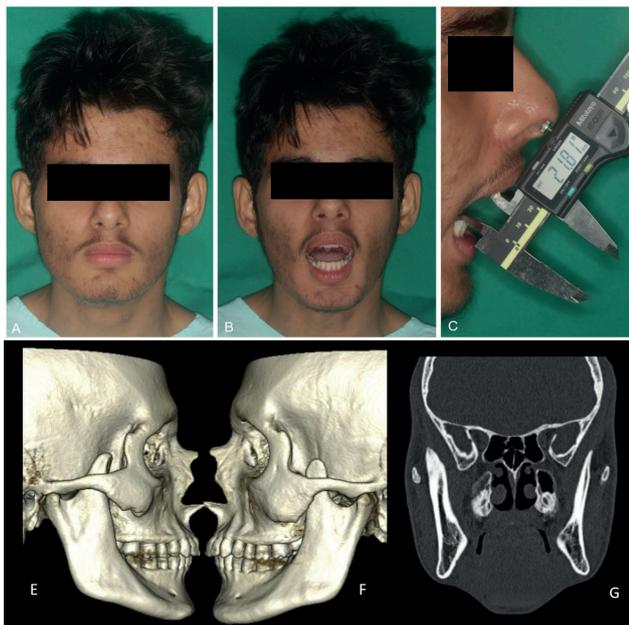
Fotografias extraorais (A – C); TC pré-operatória (E – G) e trans-operatório (H – J) do caso 1
